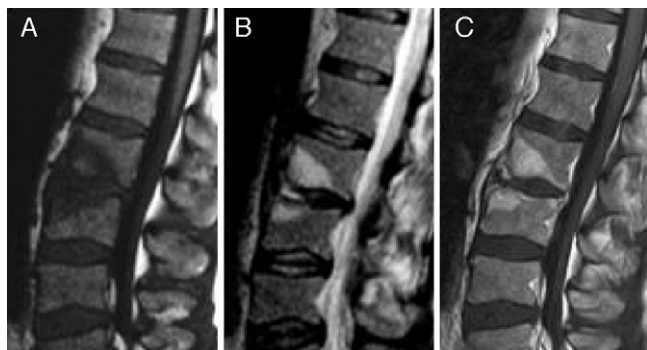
Resonancia nuclear magnética de columna lumbar, que muestra disminución de señal en secuencia T1 (A) y aumento de señal en secuencia T2 (B), a nivel de disco intervertebral y platillos vertebrales L2-L3, con captación de gadolinio en secuencia T2 (C).
